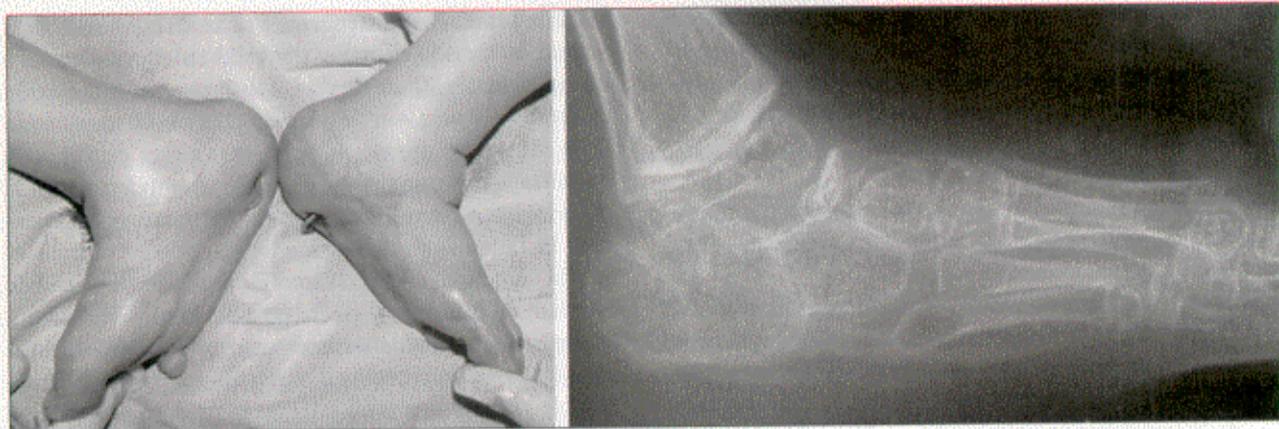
Imagen clínica posoperatoria inmediata y radiografía a largo plazo luego de realizada una astragalectomía para obtener un pie plantígrado.
